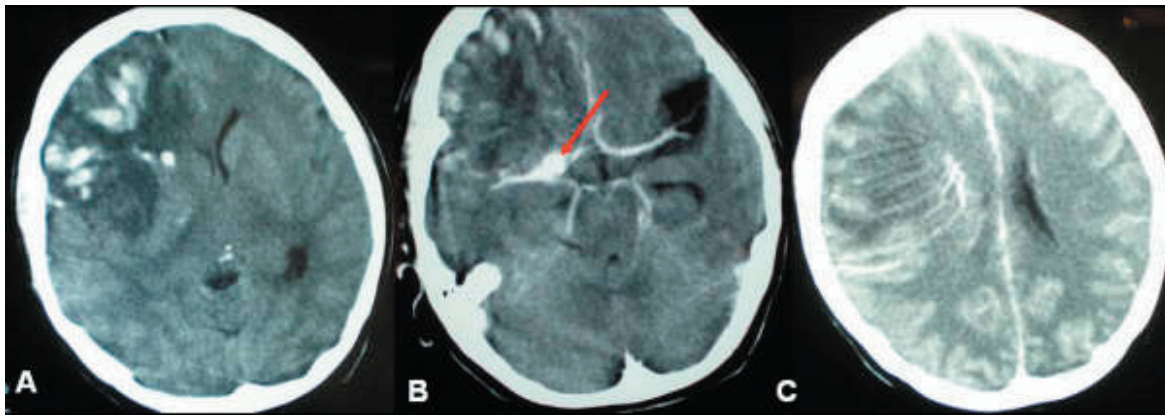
Caso 1. TAC cerebral de ingreso. (A) imagen de infarto hemorrágico frontal derecho. En el angioTAC (B) se aprecia una hiperdensidad (flecha) en el origen de la ACM derecha que planteaba dudas con un aneurisma en esa localización. En el lado izquierdo se aprecia un quiste aracnoideo como hallazgo incidental. (C) Vasos alargados y tortuosos convergen en un vaso colector común. Es el signo de “Caput Medusae” típico de los angiomas venosos.
